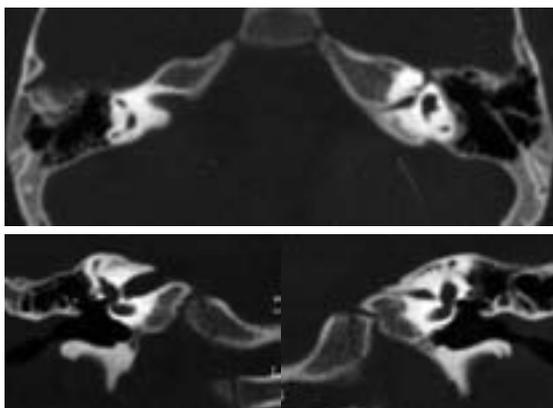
TC in proiezione assiale e coronale di un CUI stretto (Sn)
